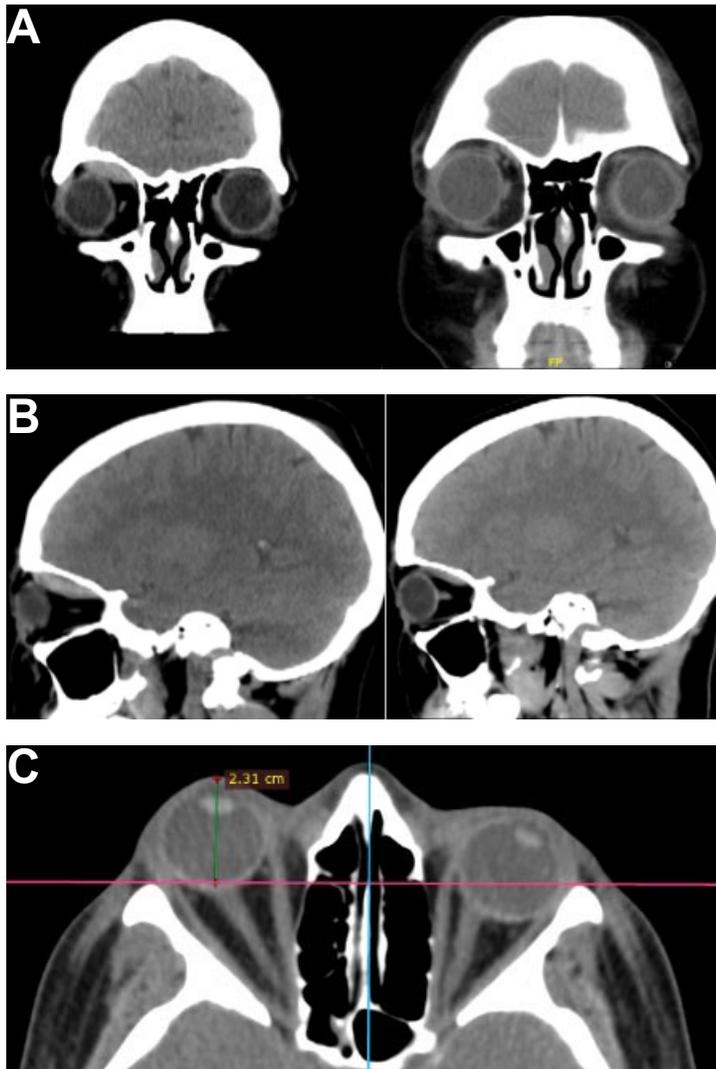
A. Corte coronal: Imagen de TAC maxilofacial inicial (izquierda) y control posterior a la resolución quirúrgica (derecha). B. Corte sagital: TAC maxilofacial inicial (izquierda) y control posterior a la resolución quirúrgica (derecha). C. Corte axial: TAC maxilofacial inicial con medición que confirma la presencia de proptosis ocular.
